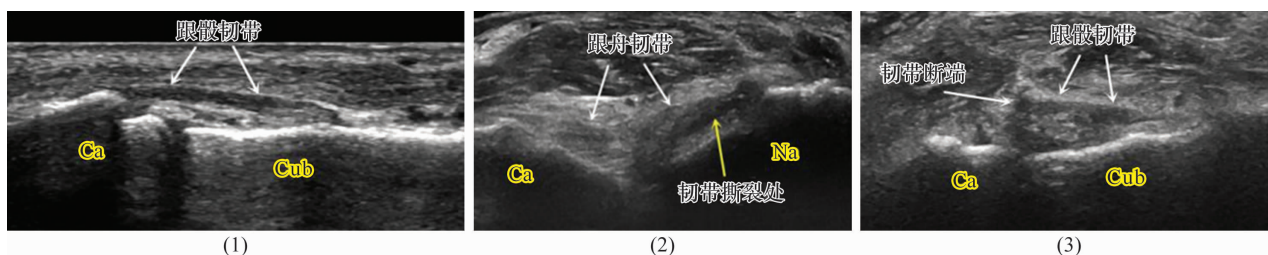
I 型至 III 型分歧韧带损伤超声声像图
